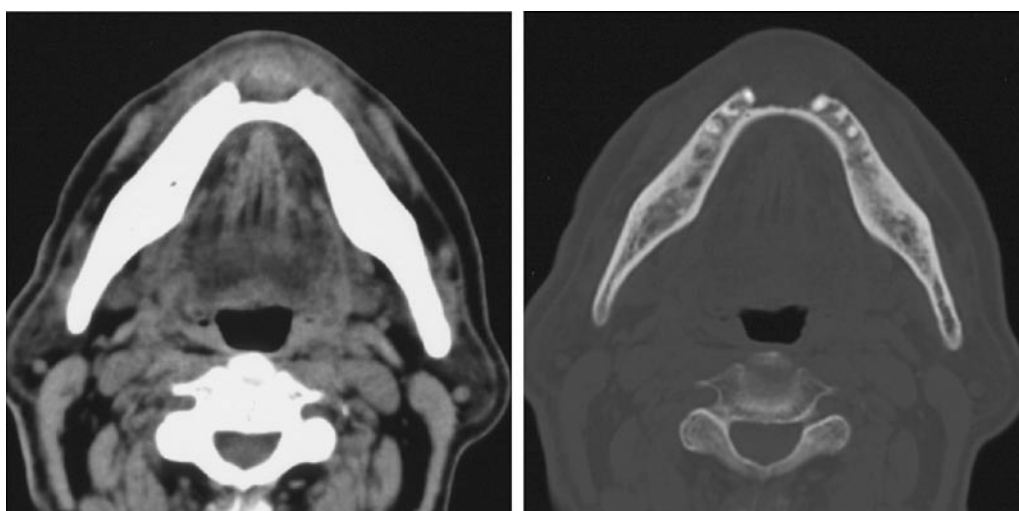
CT 横断像（スライス厚 3 mm，左：軟組織表示・右：骨表示）；骨吸収部の唇側皮質骨は破壊されており，唇側に病変が膨隆しているが，単純 CT では軟組織進展は評価が困難である
